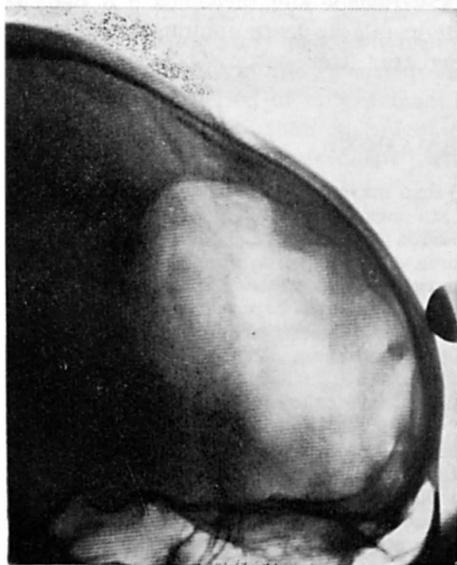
Caso 2 (E.H.). Radiografia simples de crânio mostrando volumosa coleção de ar no polo frontal.
